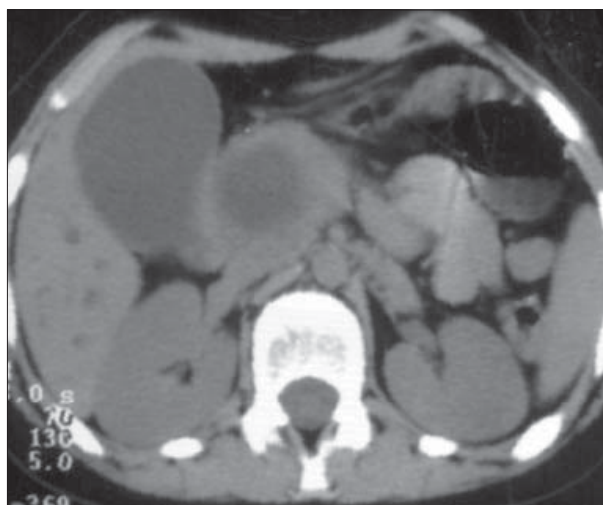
Chist hidatic situat la nivelul capului pancreatic. Secțiune axială CT. Colecist dilatat cu conținut fluid omogen
